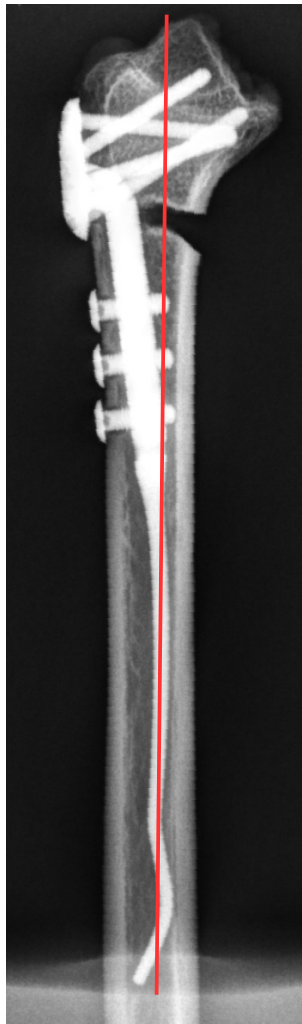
DNP im seitlichen Röntgenbild
